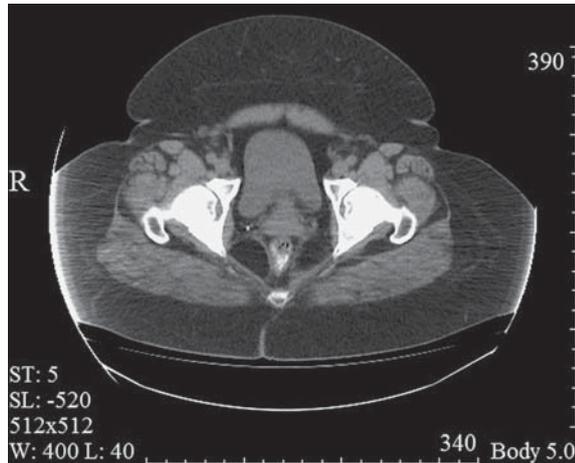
КТ-изображение органов малого таза. РШМ с возможным вовлечением параметрального пространства и 2-сторонней лимфаденопатией. Признаков инвазии в мочевой пузырь не выявлено.
